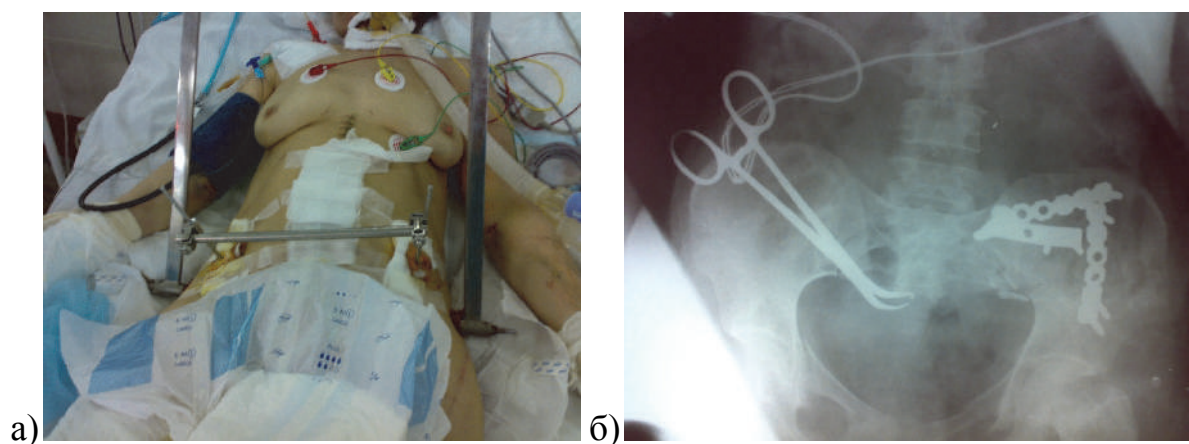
а) хвора І., 49 років, історія хвороби № 2103, передньо-нижня рама і С-скоба, накладена в гострому періоді ТХ; б) фотокопія інтраопераційної рентгенограми кісток таза хворої І., після МОС реконструктивними пластинами
